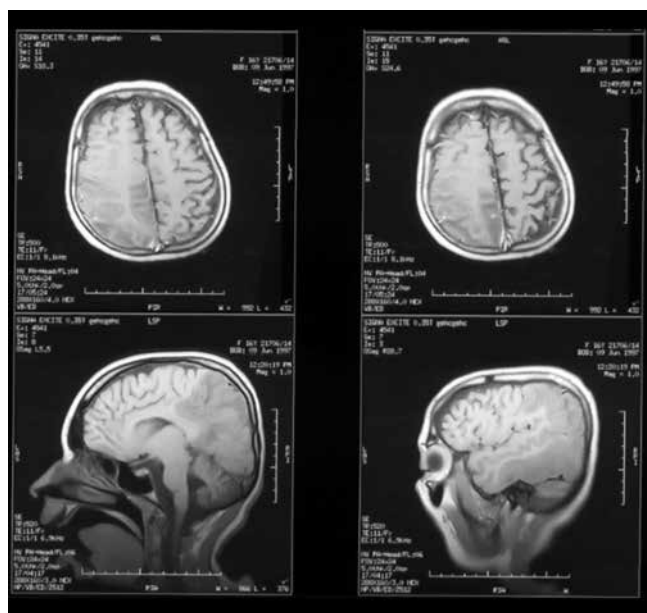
Пациентка М., 10 лет, магнитно-резонансная томография головного мозга: картина обширного специфического поражения правой височно-теменно-затылочной области
